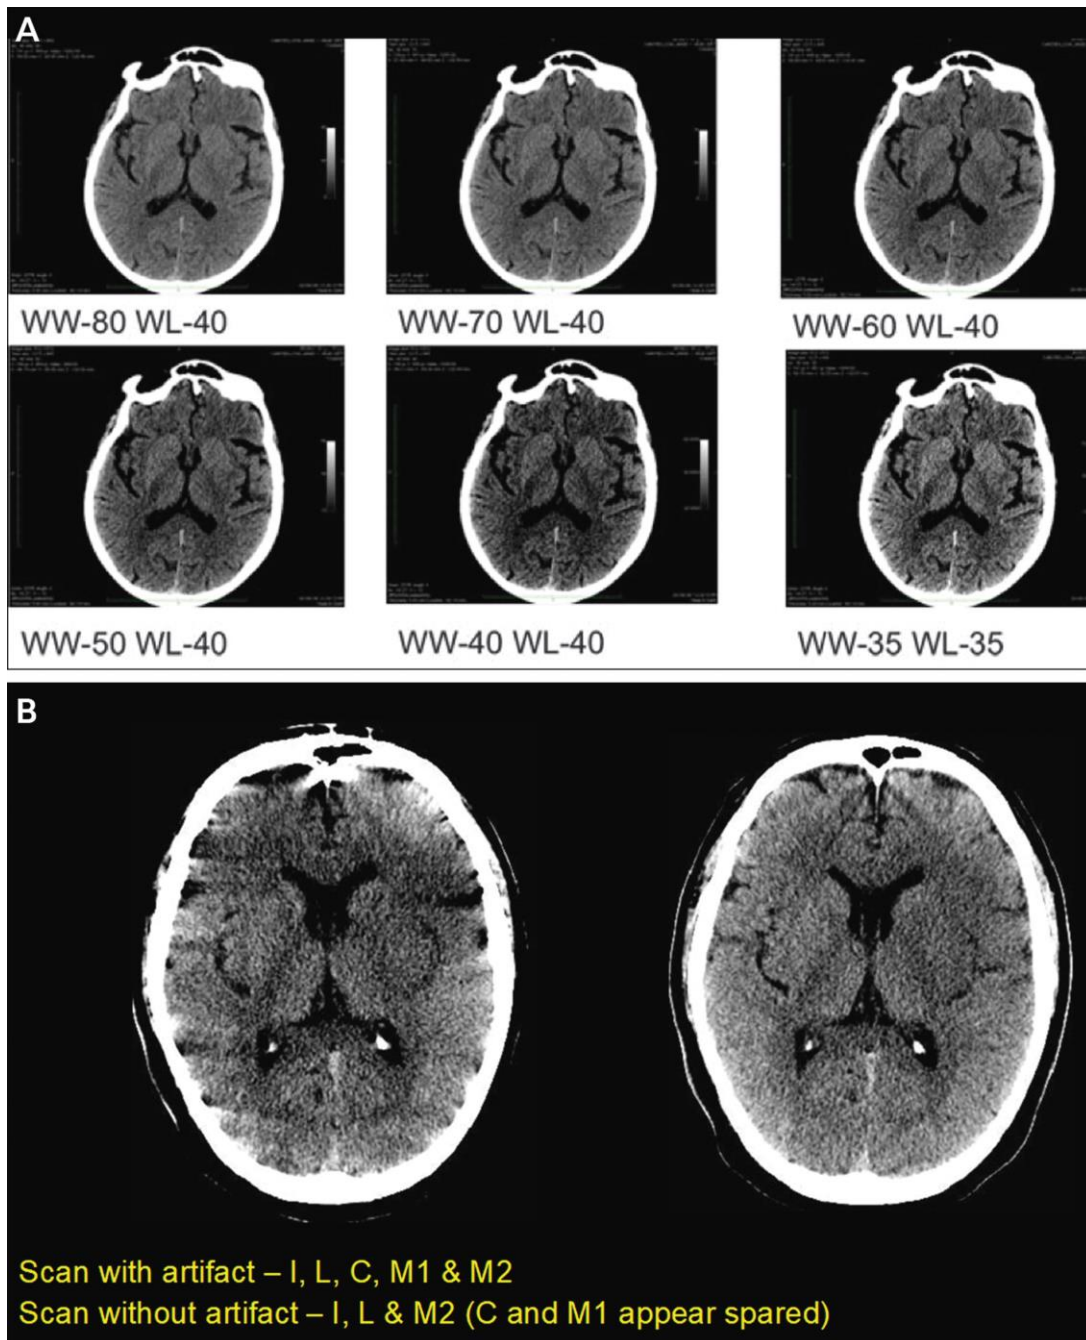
Tomada de (2). Variables que afectan la evaluación del ASPECTS en TC sin contraste para un paciente con ACV isquémico del hemisferio izquierdo y un ASPECTS de 9. La única área afectada es una pequeña parte del núcleo lenticular izquierdo.
